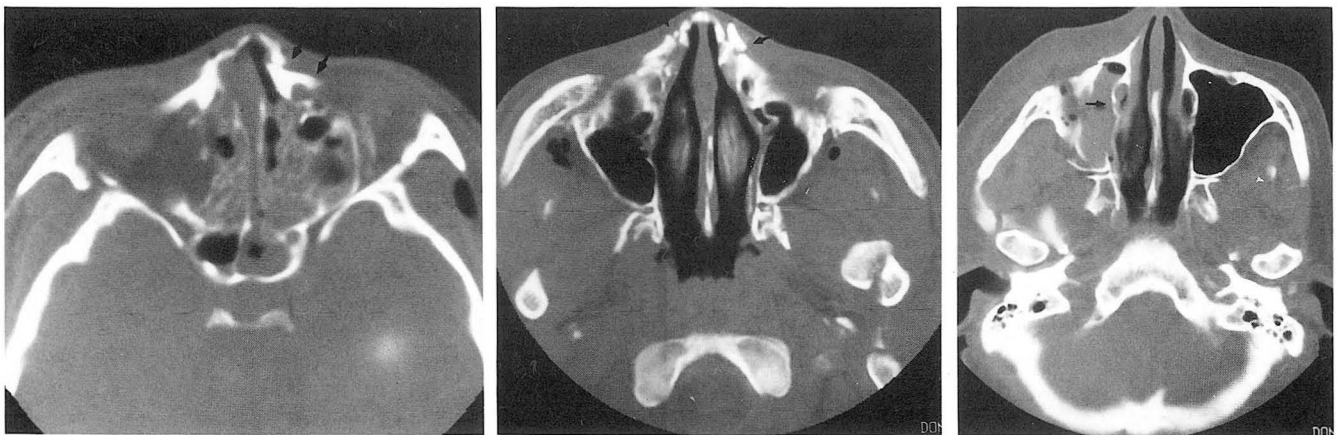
Avulsion fracture of the nasolacrimal fossa. Axial CT scan shows avulsed nasolacrimal fossa fragment(arrows) in the left side. Margins of the nasolacrimal fossa are intact.
